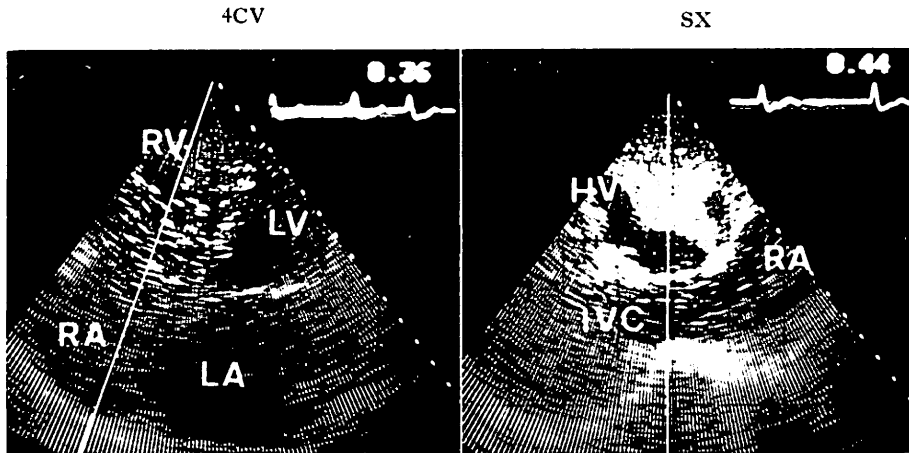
Two-dimensional contrast echocardiograms.
